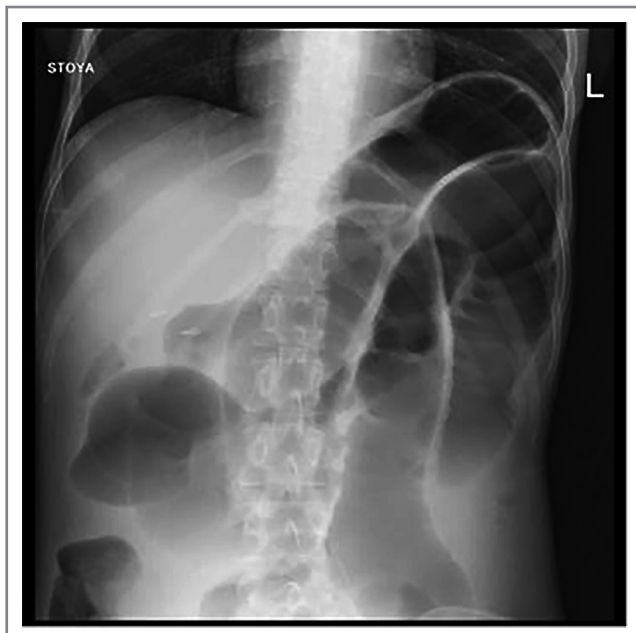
Рентгенограмма брюшной полости больной А.
